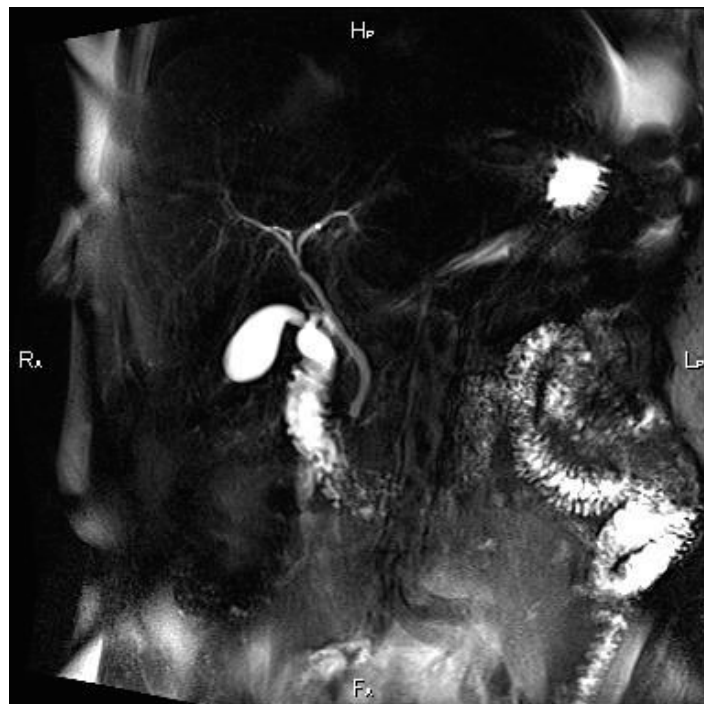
МРТ-холангіографія. Норма
